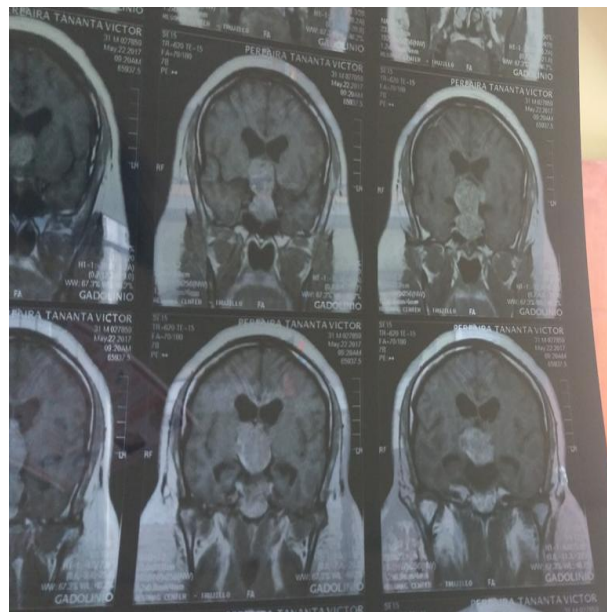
Resonancia Magnética: Masa ocupante de espacio polilobulada "en ocho", bien delimitada, extra axial, ubicada a nivel selar con extensión supraselar. Masa presenta diámetros máximos 3.79 cm en sentido Ap x 3.88 cm en sentido T x 5.56 cm en sentido Cc.
